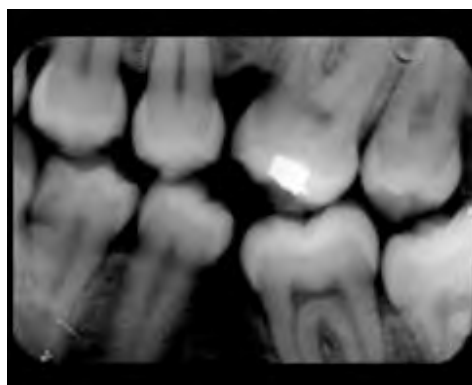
Radiografía tomada con técnica interproximal ⁽⁵⁾
